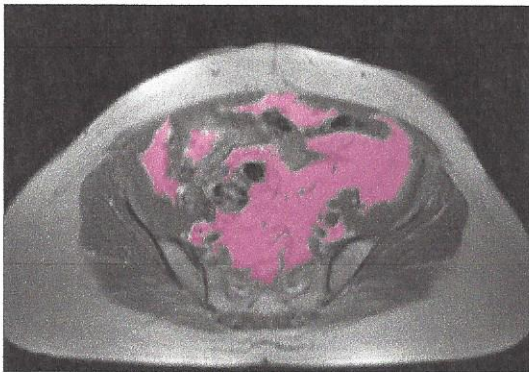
Darstellung des viszeralen Fettgewebes im MRT
